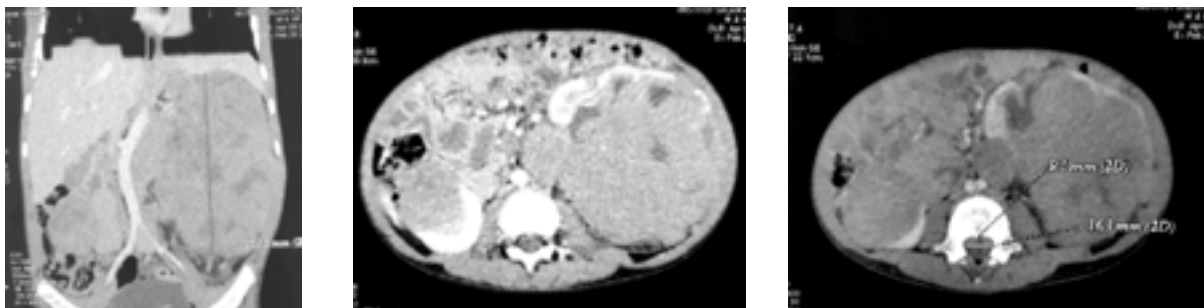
coupes TDM axiales avec injection de produit de contraste objectivant les 2 masses rénales droite et gauche (étoiles) avec extension épidurale (flèche).
